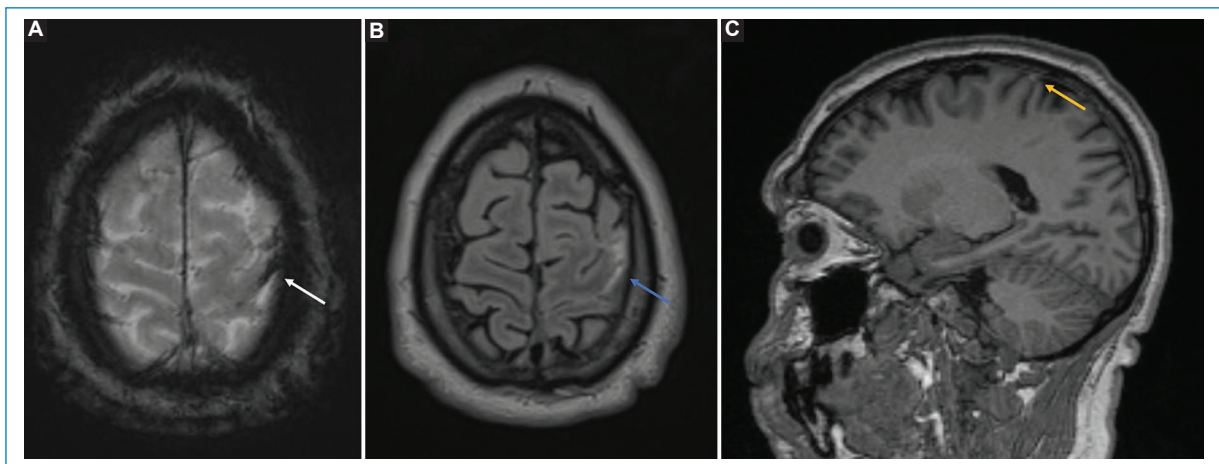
Paciente de sexo femenino de 35 años con cefalea de 5 días de evolución. A: secuencia SWI que muestra un artefacto de susceptibilidad magnética en relación con una vena cortical frontal izquierda trombosada (flecha). B: secuencia FLAIR con hiperintensidad de señal en el espacio (flecha), concordante con un trombo subagudo. C: corte sagital T1 3D sin contraste que muestra un vaso pial espontáneamente hiperintenso concordante con un trombo subagudo (flecha).
